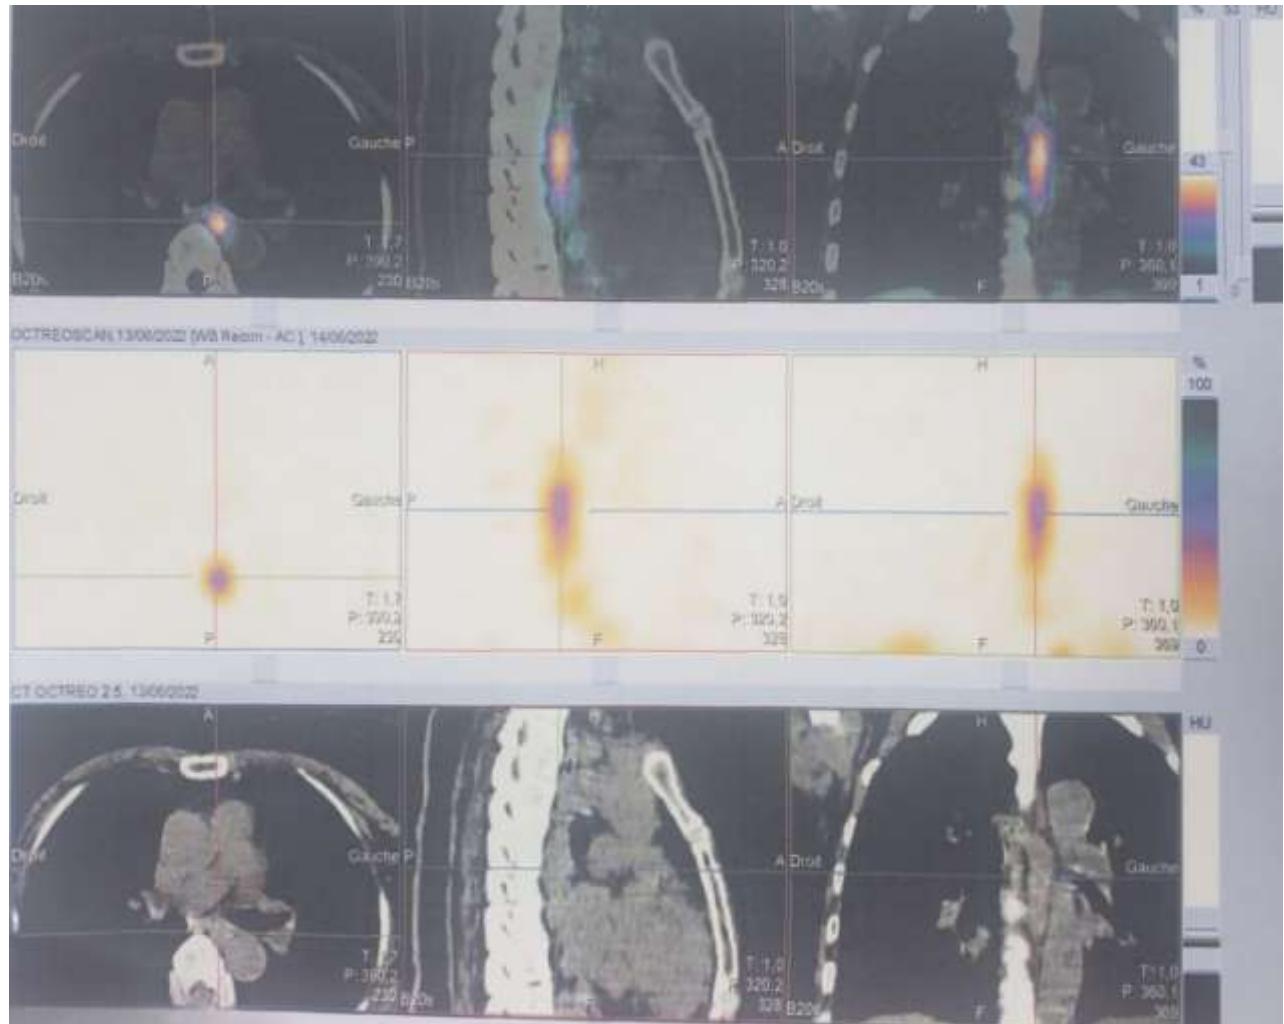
Image TEMP-TDM d'une scintigraphie au Tektrotyd® montrant des formations tissulaires au niveau du 1/3 moyen l'œsophage, fixant intensément le radiotraceur. (Service de médecine nucléaire du CHU de Marrakech)
